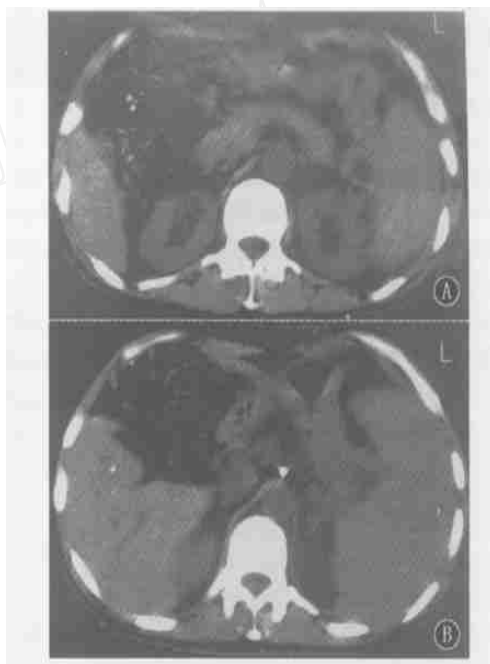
腹部 CT 示胰尾结构紊乱,可见假性囊肿(A)、脾大(B)
